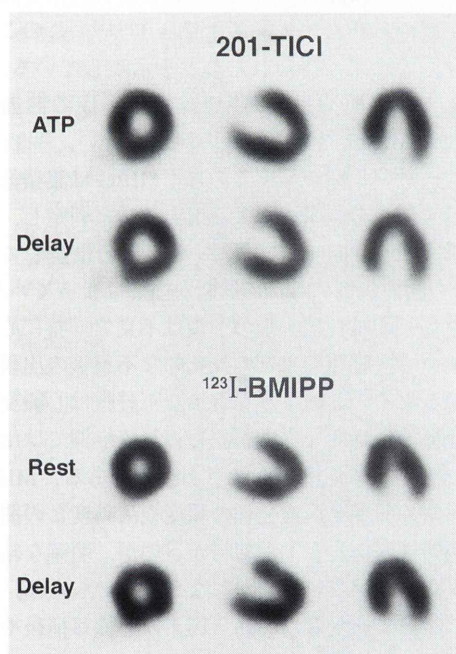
$^{201}\text{TlCl}$ SPECT stressed by adenosine triphosphate (top) and ^{123}I -BMIPP SPECT on resting image (bottom).
